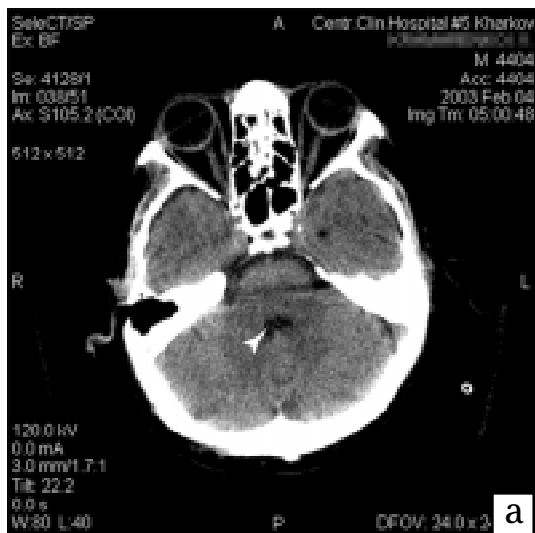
(а-в) — Комп'ютерна томограма головного мозку хворого С. 53 р.
